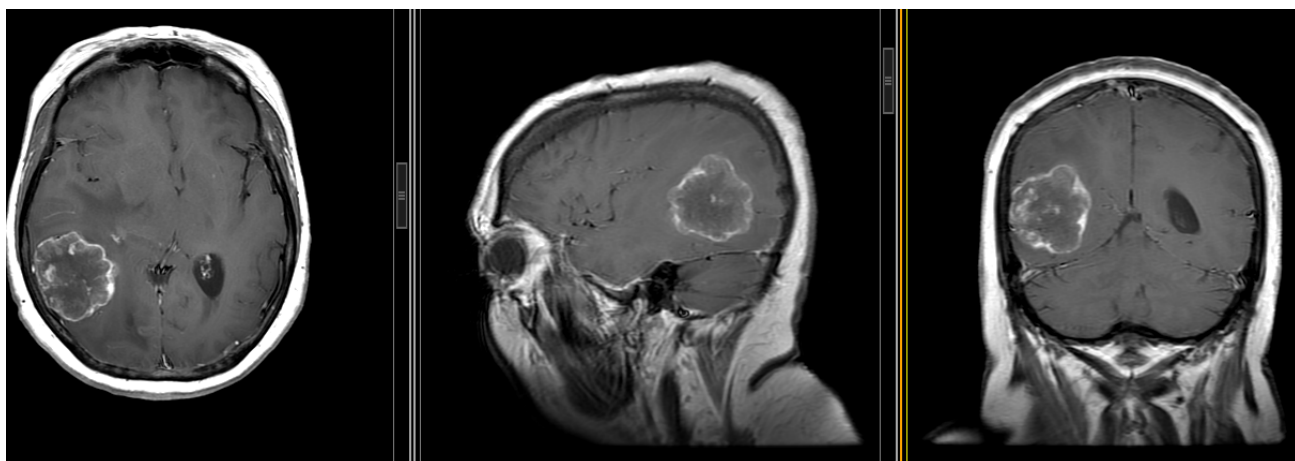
Аксиальные, сагиттальные и фронтальные срезы МРТ в режиме T1 с внутривенным контрастированием пациентки К.: визуализируется новообразование в правой теменно-височной области справа больших размеров с перифокальным отеком и со смещением срединных структур влево на 11мм
